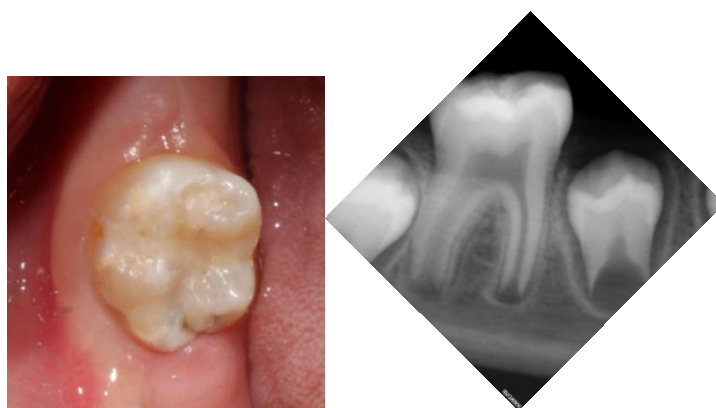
Seguimiento a un mes de la restauración. A: fotografía clínica al mes de seguimiento donde se observa la integridad marginal de la restauración. B: radiografía dento-alveolar a 1 mes de seguimiento correspondiente a órgano dentario 46 donde se observa la integridad pulpar con el desarrollo radicular 8 según los estadios de Nolla.
